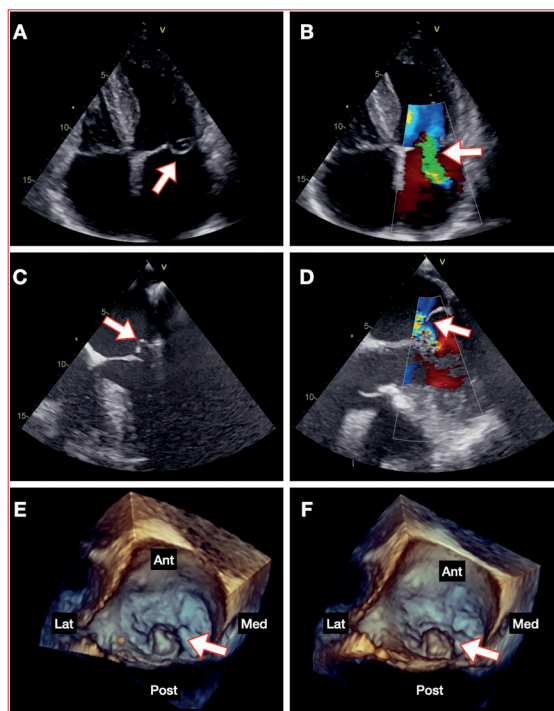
Ecocardiograma basal. A: Transtorácico ventana apical 4 cámaras, se observa prolapso de valva posterior (flecha). B: Doppler color con jet de insuficiencia mitral severa (flecha). C: Transesofágico 0 grados, se observa prolapso de festón P2 (flecha). D: Doppler color con jet de insuficiencia severa (flecha). E y F: Transesofágico 3D (“vista de cirujano”), se observa prolapso de festón P2 (flecha). Ant: anterior. Post: posterior. Med: medial. Lat: lateral.
